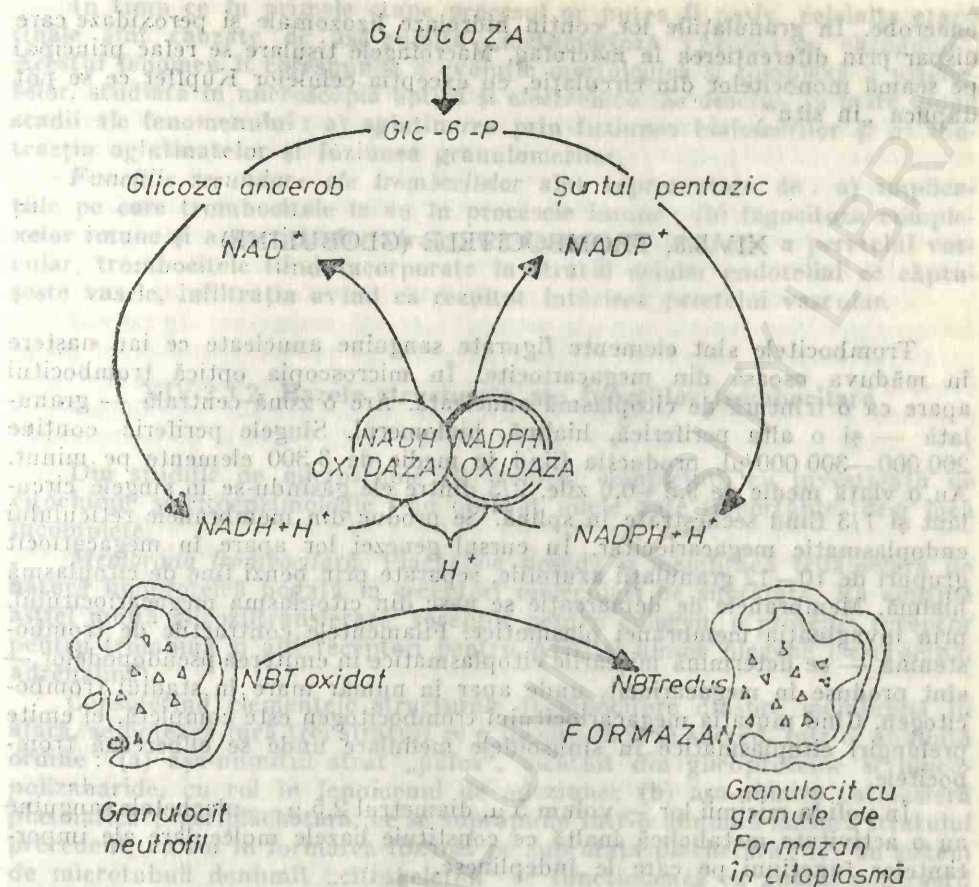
19 — Principiul chimic al tesutului Nitro BT. (Baehner și Nathan)
